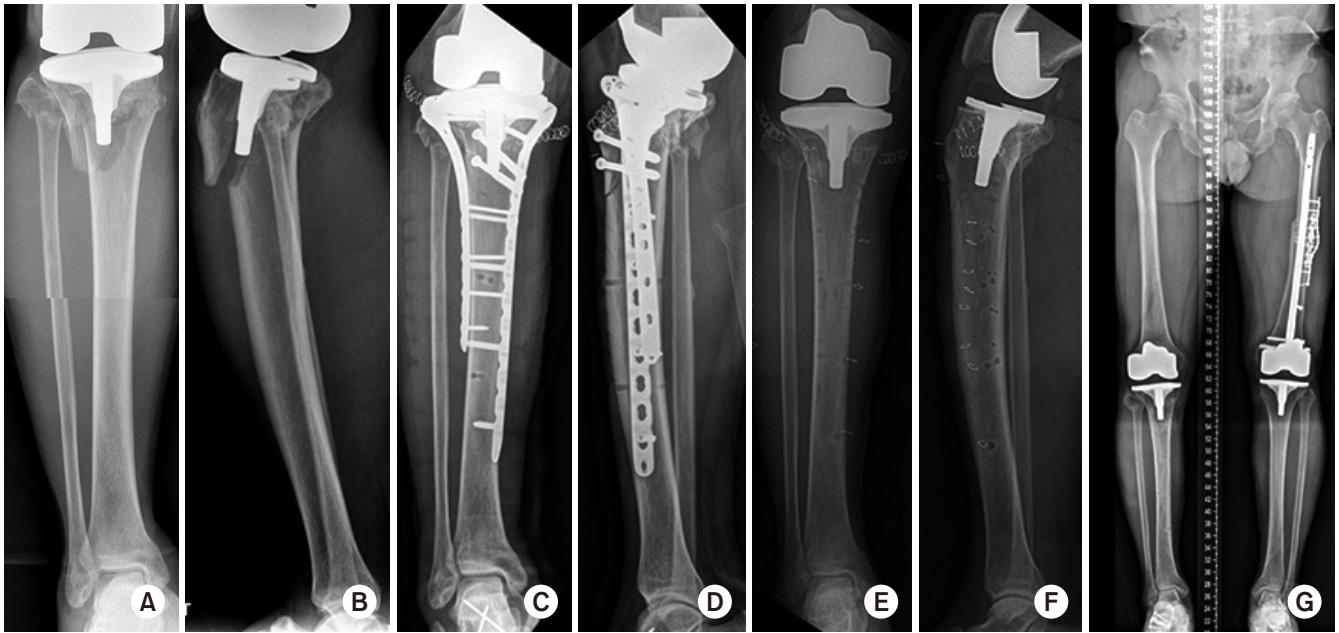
Periprosthetic fracture of the proximal tibia was fixed with dual locking plates using the minimally invasive plate osteosynthesis (MIPO) technique. (A, B) Preoperative radiographs. (C, D) Postoperative radiographs. (E-G) Radiographs 1 year after surgery.
